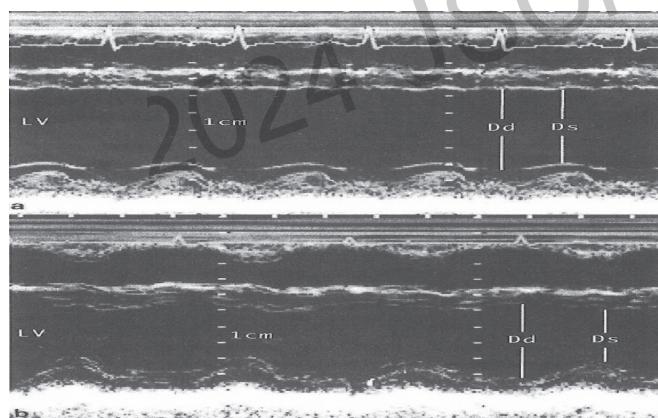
心エコー変化(上段:Se投与前、下段:Se投与後)
